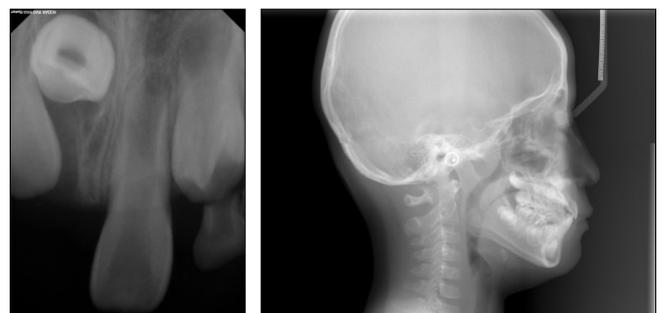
Periapical and cephalometric view after 8 months.
